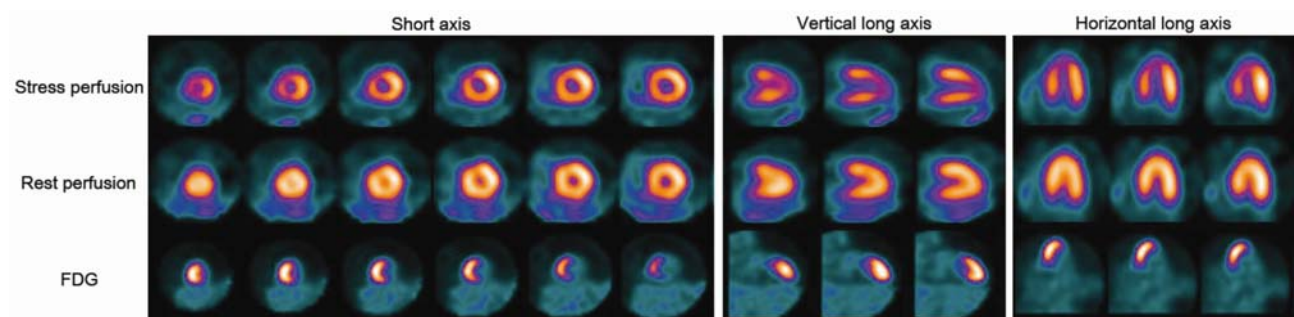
Stress and rest Tc-99m sestamibi perfusion and F-18 FDG images of 74-year-old female patient with exertional angina, in short axis and vertical and horizontal long axis slices. Reversible perfusion abnormality involving anteroseptal wall is demonstrated. Focal intense F-18 FDG uptake in the corresponding anteroseptal wall is shown.
